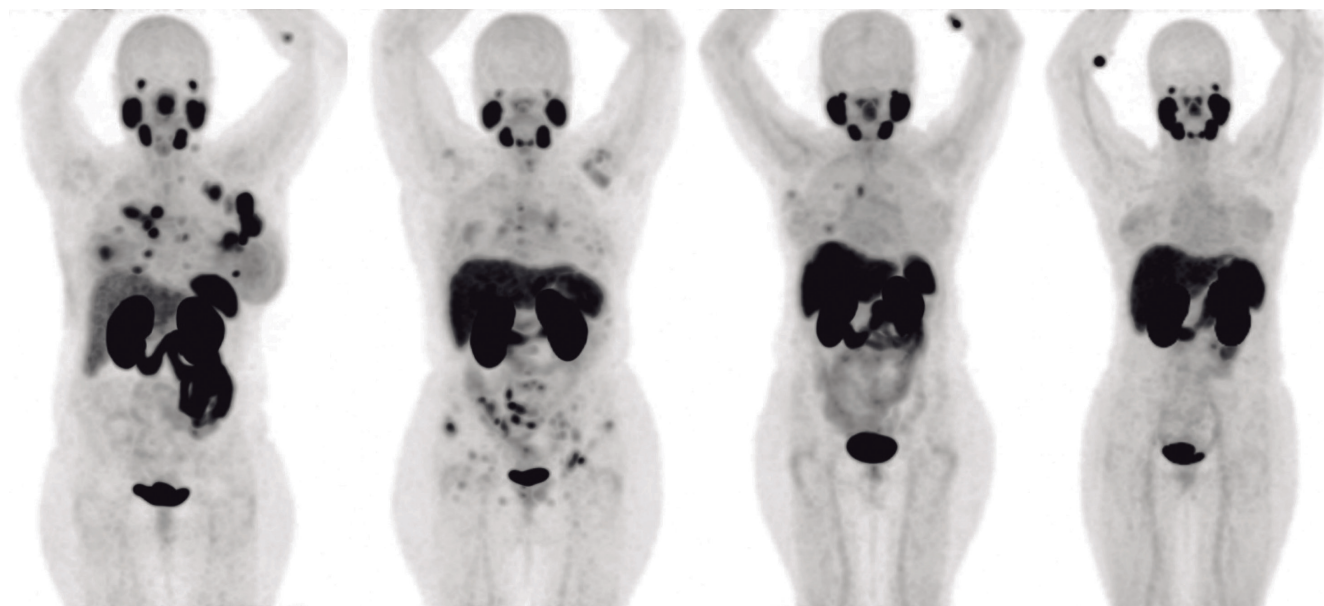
Aspecto da captação de PSMA-Ga68, em comparação à captação hepática, em imagens em MIP de quatro pacientes
